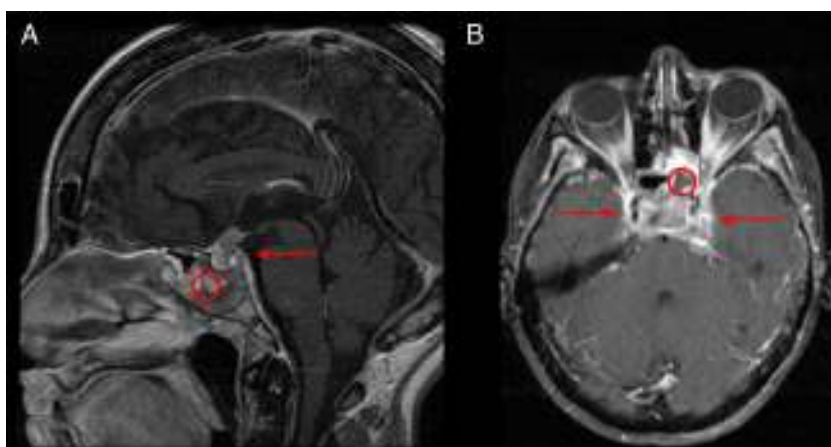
A. Imagen sagital de RM cerebral potenciada en T1 tras administración de contraste intravenoso. Se observa una masa heterogénea compatible con metástasis, que ocupa fundamentalmente la región selar con invasión de la hipófisis (flecha), la región supraselar y el clivus (círculo). B. Imagen axial de RM cerebral potenciada en T1 tras administración de contraste intravenoso, donde se observa que la masa invade los senos cavernosos y el cavum de Meckel de manera bilateral (flechas), y el hemiseno esfenoidal izquierdo (círculo).
